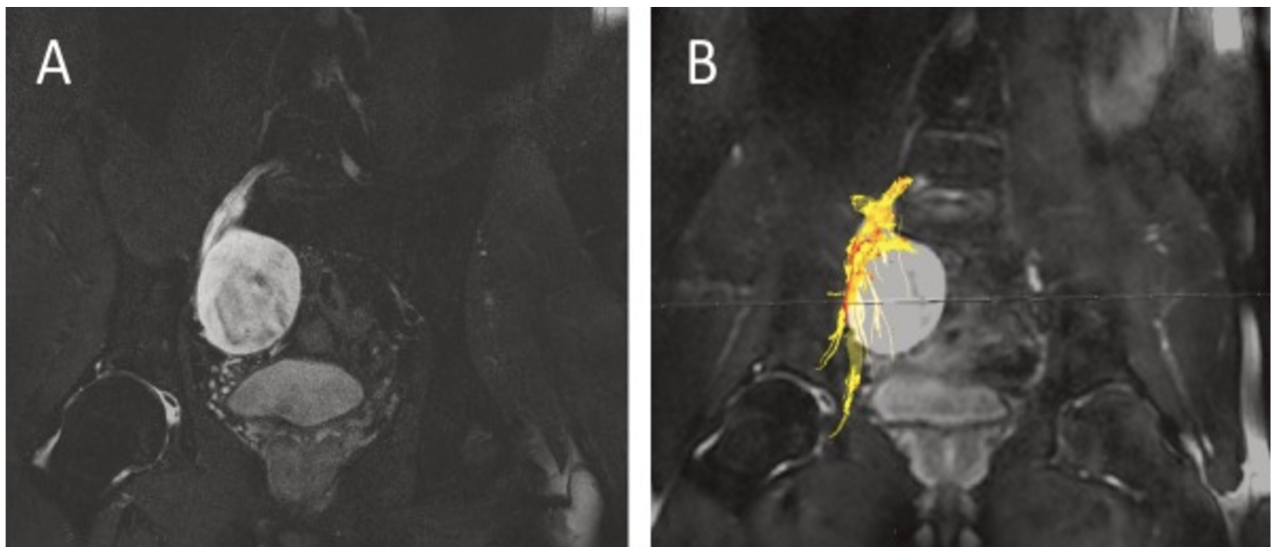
IRM T2 d'un schwannome du plexus lombaire (a) et Tractographie (b)
